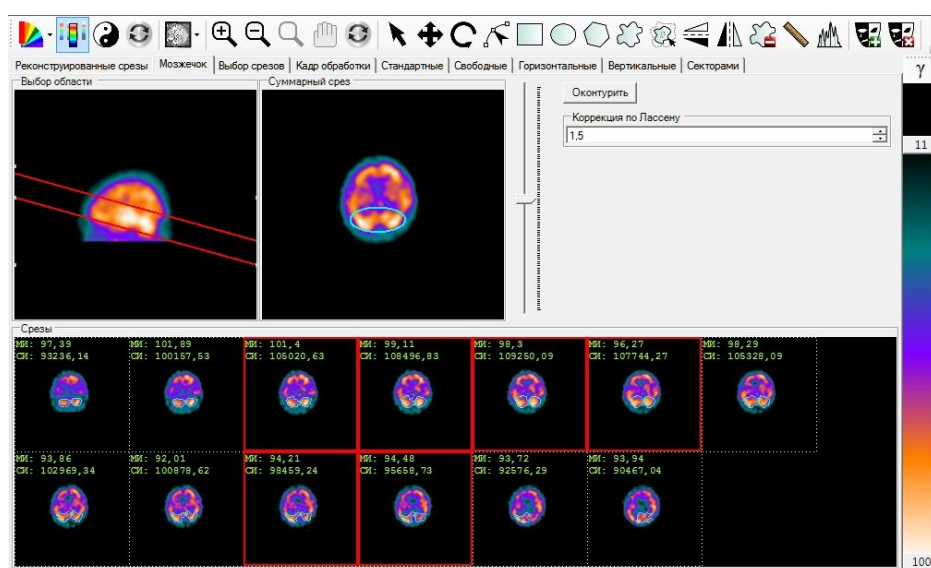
Обработка данных перфузионной томографии головного мозга
